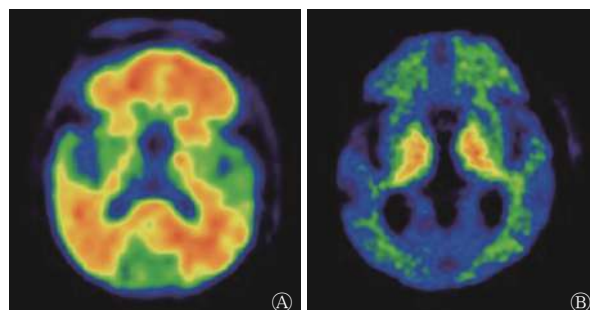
AD 患者的典型 ^{11}C -PIB PET/CT 图 A 为男性, 68 岁, 认知功能减退 8 年, ^{11}C -PIB PET/CT 结果为阳性; B 为男性, 72 岁, 认知功能减退 2 年, ^{11}C -PIB PET/CT 结果为阴性。AD 为阿尔茨海默病; PIB 为匹兹堡化合物 B; PET 为正电子发射断层显像术; CT 为计算机断层摄影术
